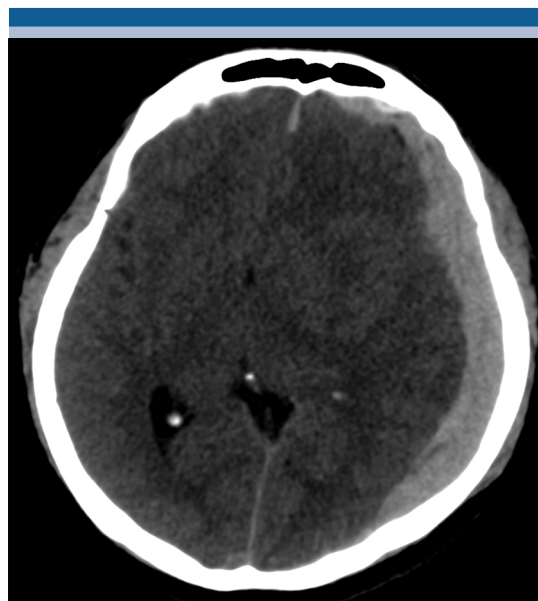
Tomografía computada de cráneo simple en corte axial: hemorragia subdural izquierda, colección creciente extraaxial hiperdensa que produce efecto de masa desplazando la línea media.
